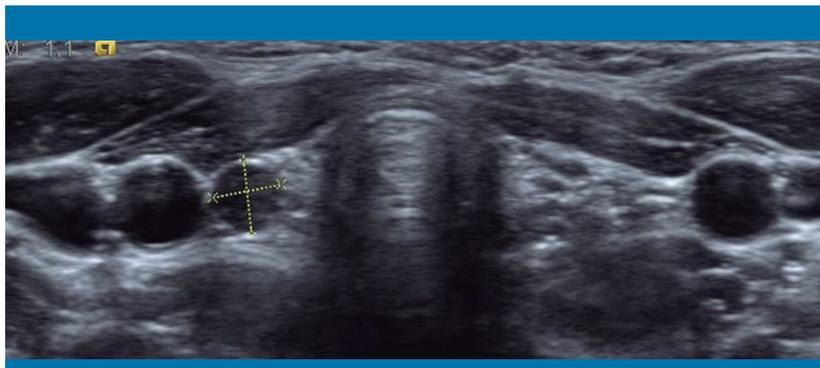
Ecografía de tiroides: lesión ovalada hipoecoica compatible con un adenoma de paratiroides
